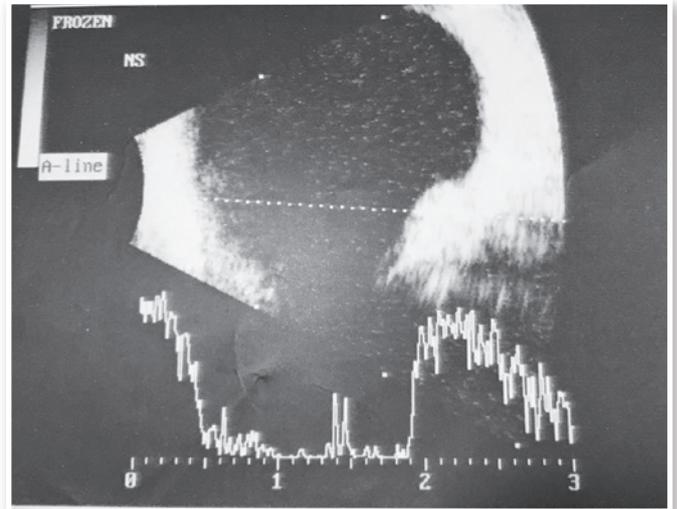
Ultrassonografia do olho esquerdo mostrando lesão sobrelevada de parede, aspecto cupuliforme, no meridiano das 10h, alta refletividade, homogênea.
